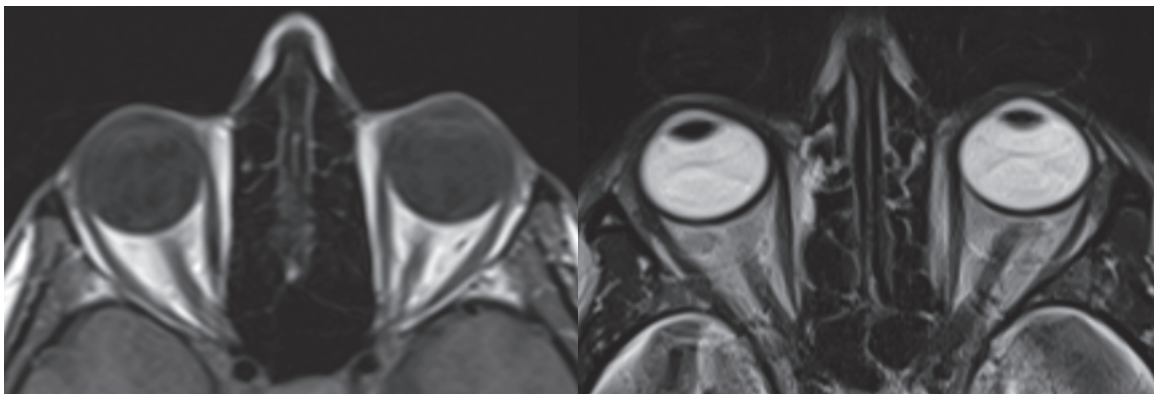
IRM orbitaire, coupe axiale. A. T1. B. T2.
